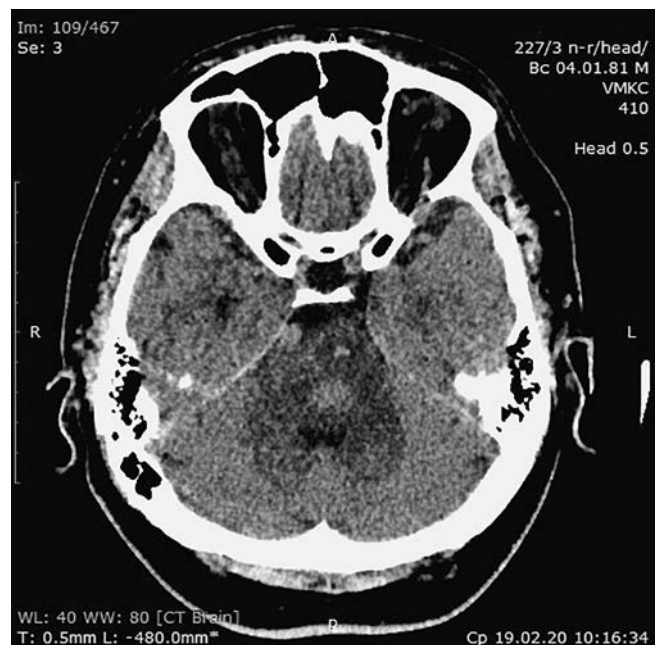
СКТ головного мозку хворого К. в динаміці на 15-у добу
